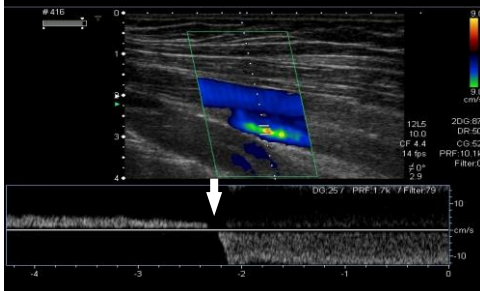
Cayado safenofemoral incompetente, Doppler triplex. Doppler color y pulsado, en reposo y durante maniobra de Valsalva (flecha). Muestra vena femoral superficial permeable pero con intenso reflujó postrombótico que demuestra incompetencia valvular.
